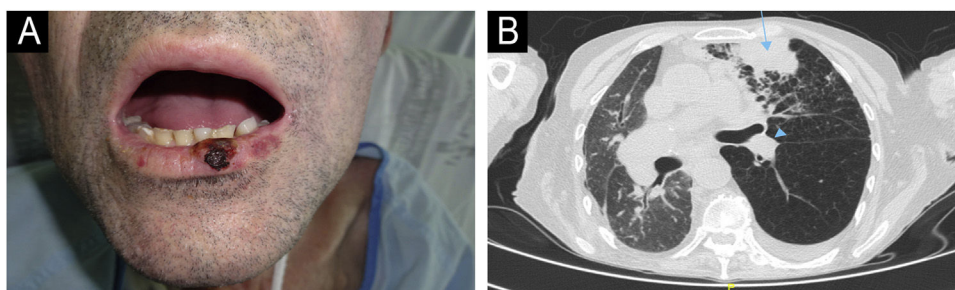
Paciente Número 1. (A) Carcinoma espinocelular cutâneo medindo $1,3 \times 1$ cm é observado no lábio inferior. (B) A tomografia computadorizada axial revela massa consistente com metástase pulmonar no segmento anterior do lobo superior esquerdo (*seta azul*), juntamente com metástase paratraqueal esquerda associada (*ponta de seta azul*).
